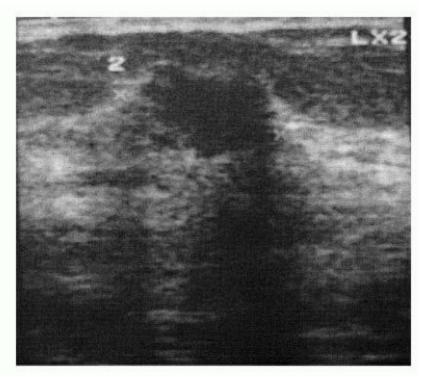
Cliché échographique
